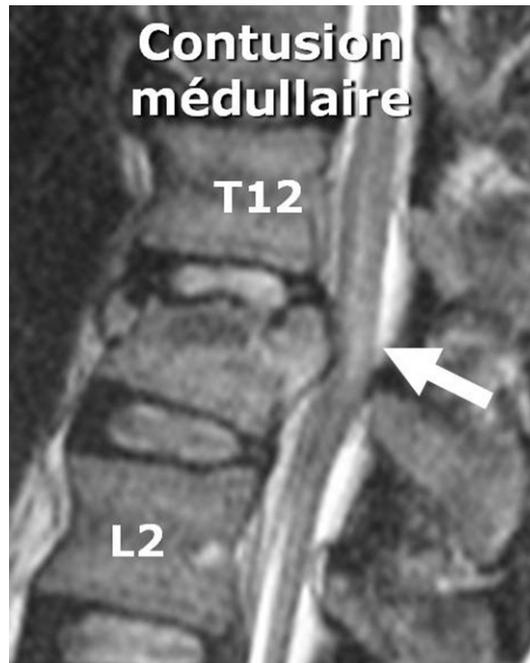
Contusion du cône médullaire secondaire à une fracture *burst* de L1 visible en IRM sous la forme d'un hypersignal T2 intramédullaire.
